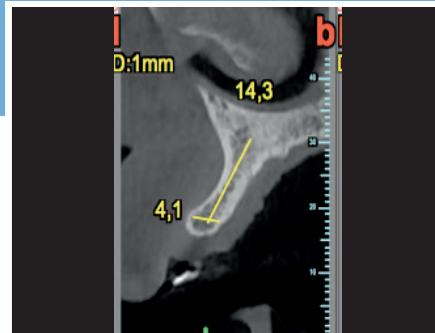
El examen CBCT muestra la presencia de una contracción significativa del espesor de la cresta.
